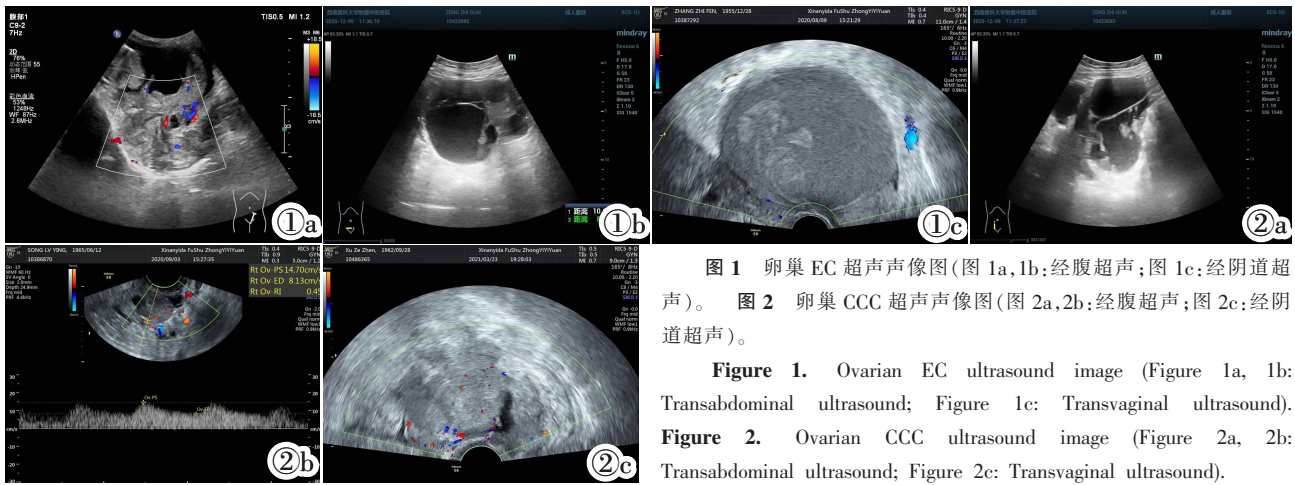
卵巢 EC 超声声像图(图 1a,1b:经腹超声;图 1c:经阴道超声)。图 2 卵巢 CCC 超声声像图(图 2a,2b:经腹超声;图 2c:经阴道超声)。
